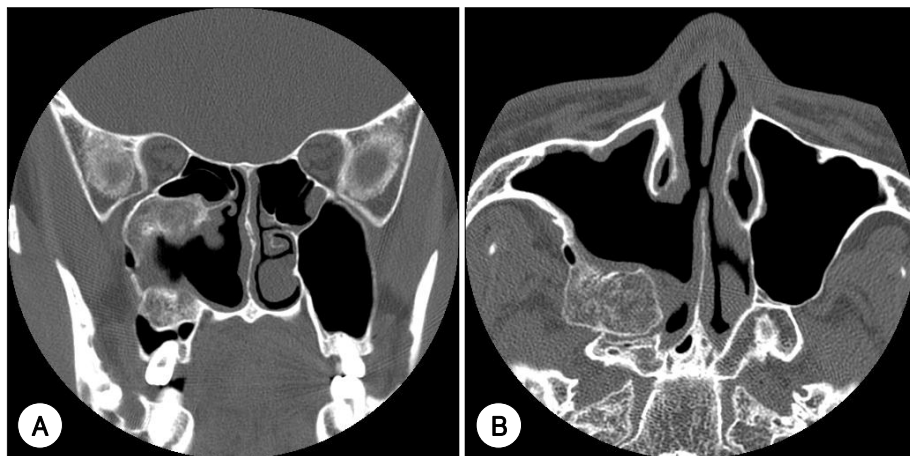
Paranasal CT and endoscopic finding at 25 months after intralesional steroid injection. Coronal (A) and axial (B) CT image show no specific interval change compared with postoperative CT images, although mucosa polypoid change in anterolateral wall of right maxillary sinus was increased. Endoscopic finding of right nasal cavity shows no evidence of aggravation. MMA (C) : middle meatal antrostomy.
